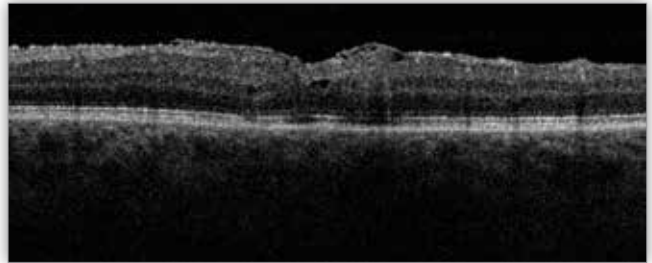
Optyczna koherentna tomografia oka lewego: widoczny pełnościenny otwór w plamce.
